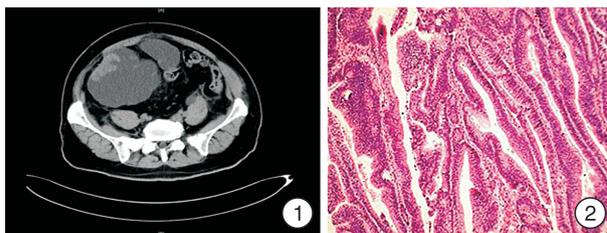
泌尿系CT;图2 新膀胱肠源性中-高分化腺癌染色(HE×100)
